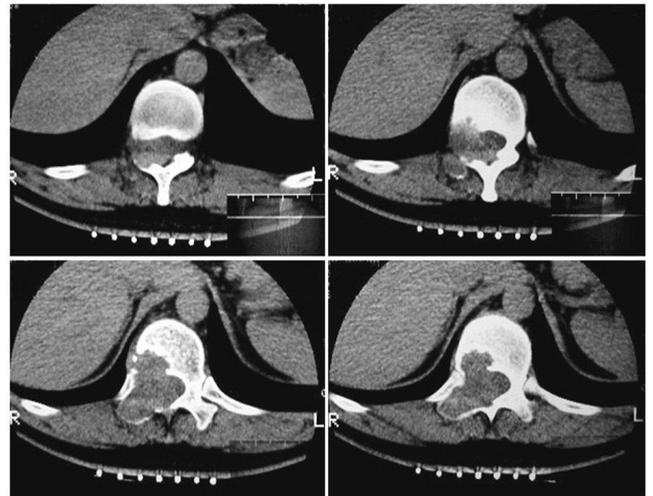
Tomografía axial computada. Cortes Axiales. Se observa la lesión expansiva lítica.
